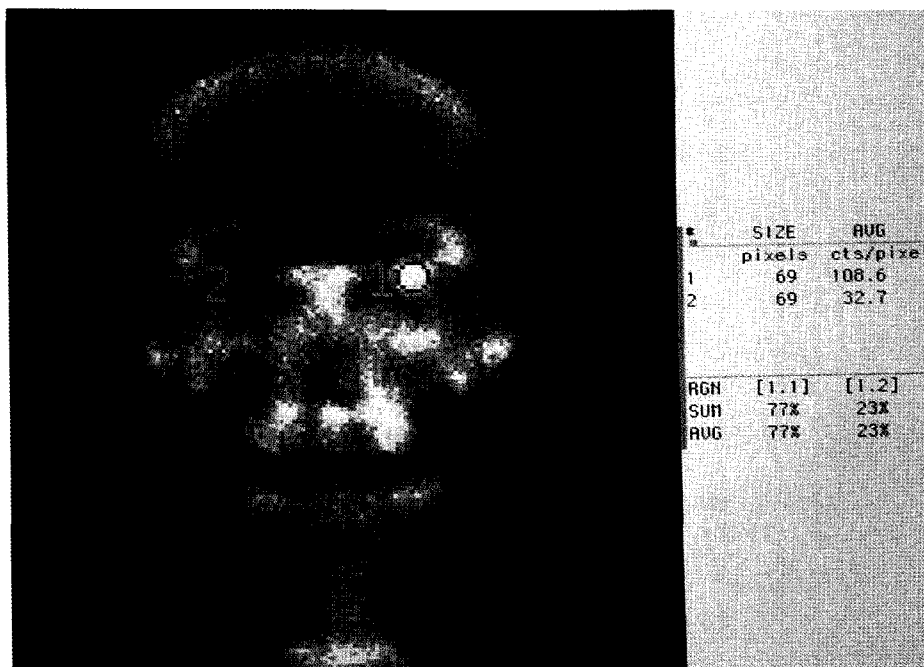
Quantitative intraorbital bone activity was measured by hydroxyapatite(H)/normal(N) ratio in the bone scintigraphy.
